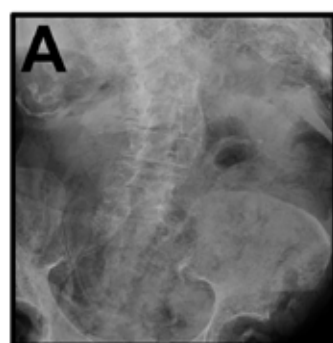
Muestra de cadáver radiografía simple (A) y radiografía simple con TD y cortes coronales (B). Las flechas indican los litos vistos más fácilmente en el corte con TD.
